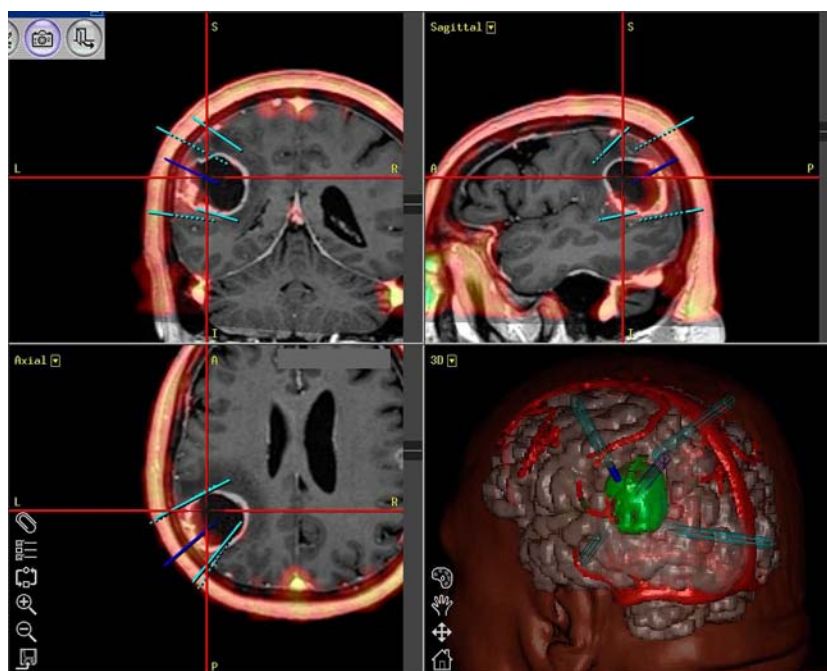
Навигационное планирование хирургического доступа с применением результатов МРТ, МР-венографии и компьютерной реконструкции венозных коллекторов.
